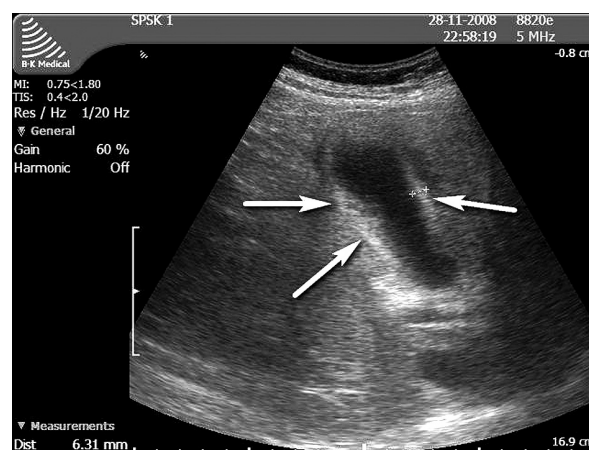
Ultrasound. Polyps of the gallbladder
